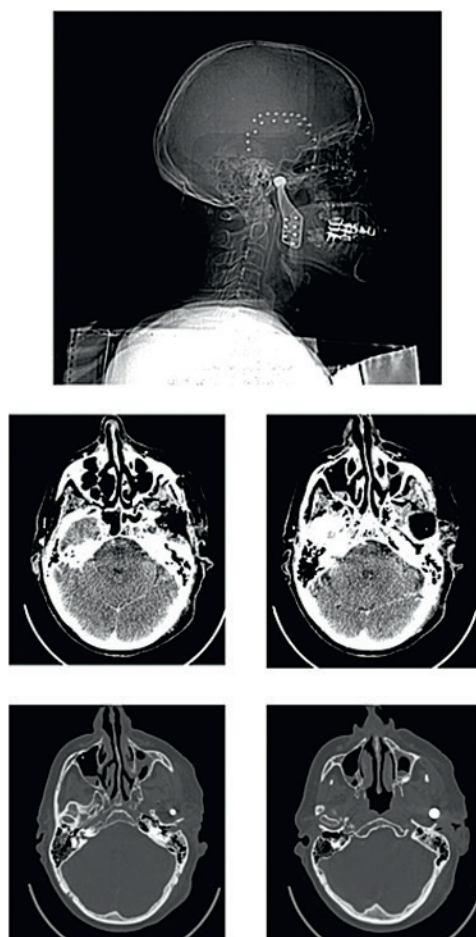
КТ после оперативного вмешательства. Контроль позиционирования и фиксации протеза ВНЧС
